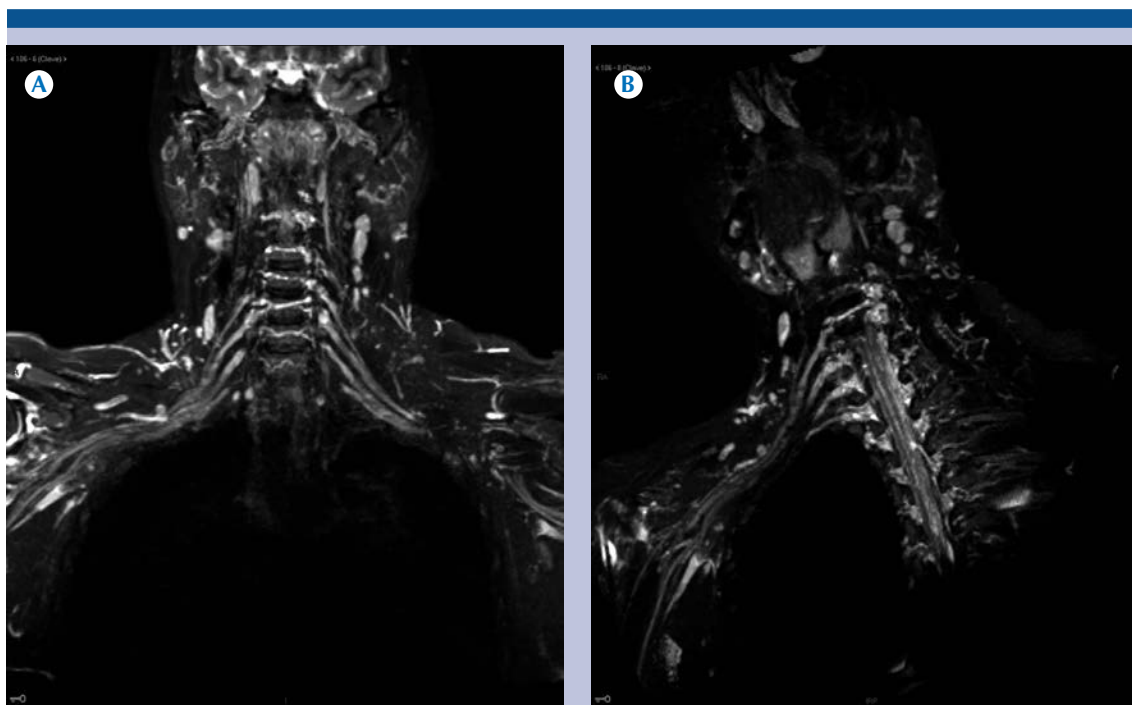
A) Resonancia magnética en plano parasagital ponderada en secuencia STIR: quistes radicales en una mujer de 55 años. B) Reconstrucción en 3D: quistes en las raíces del plexo braquial de forma bilateral.
